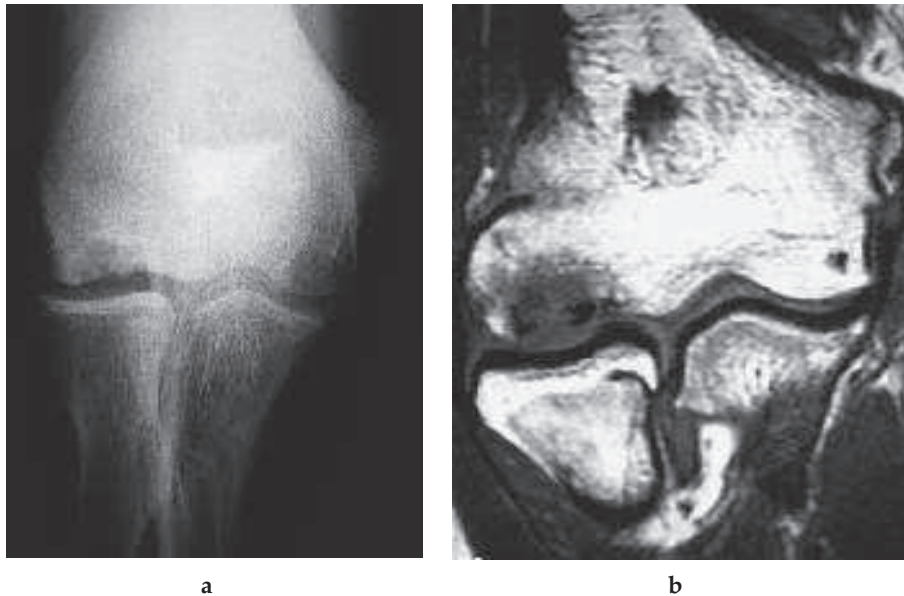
Osteocondrosi dissecante del capitulum humeri (m. di Panner). Radiografia standard in A-P che dimostra l'area subcondrale radiotrasparente con margini sclerotici (a). Immagine RM SE T1 sul piano coronale (b) che documenta grossolana lesione osteocondrale del capitello omerale con frammentazione.
